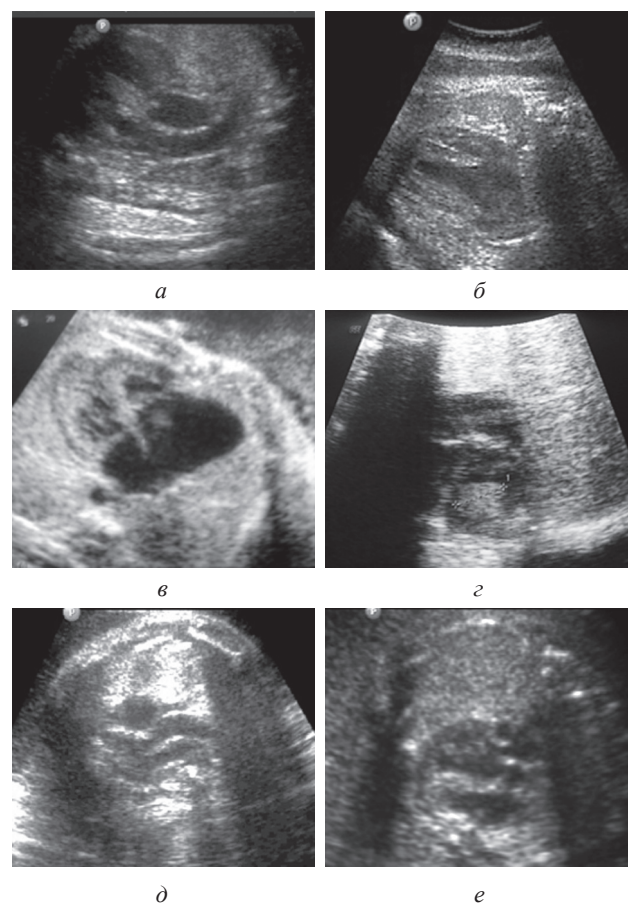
Примеры диагностики фетальных кардиальных аномалий во второй половине беременности низкого риска при нормальных результатах скрининговых УЗИ:
